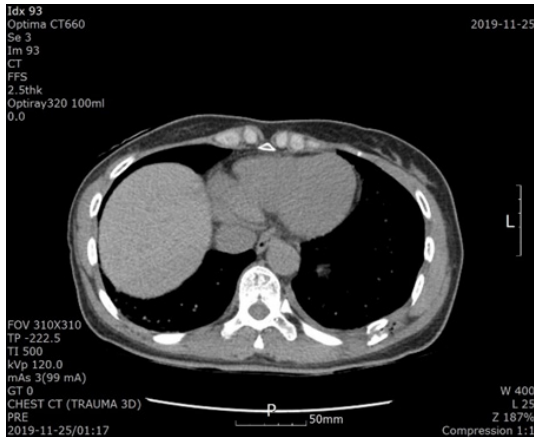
Chest Computed Tomography(CT). Chest CT shows broken 9th rib and hemopneumothorax in the left posterior chest wall.
